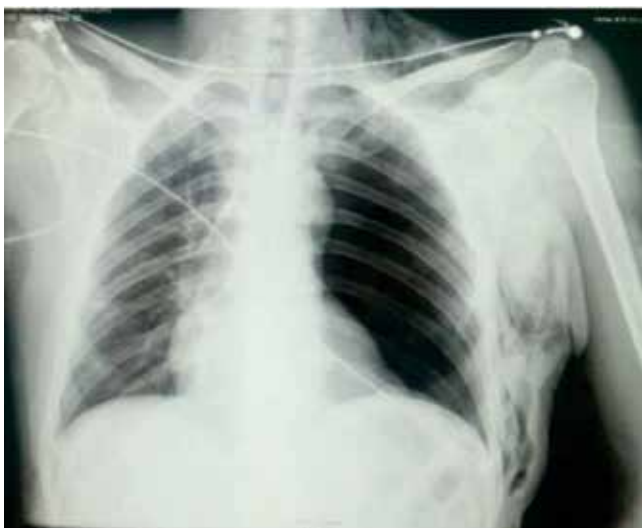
Radiografía de tórax que demuestra la cavidad torácica izquierda vacía, sin drenaje torácico, mediastino centrado y pulmón derecho bien ventilado.
